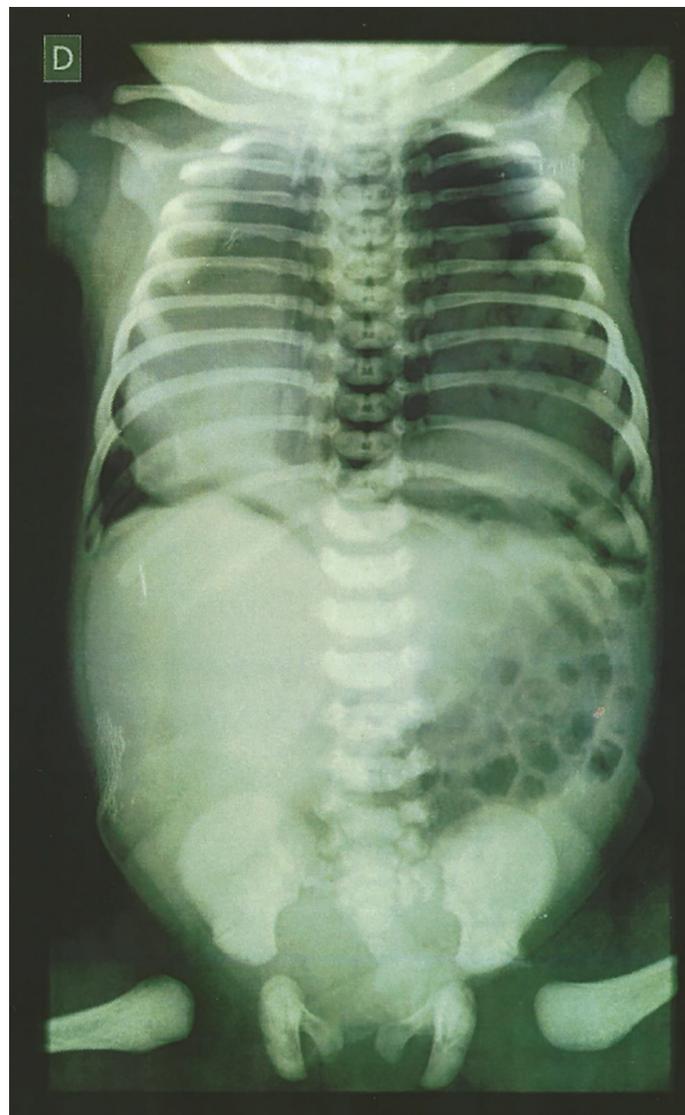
Radiografia de tórax evidenciando hipertransparência em hemitórax esquerdo, com opacidades irregulares e mediastino desviado para a direita.
